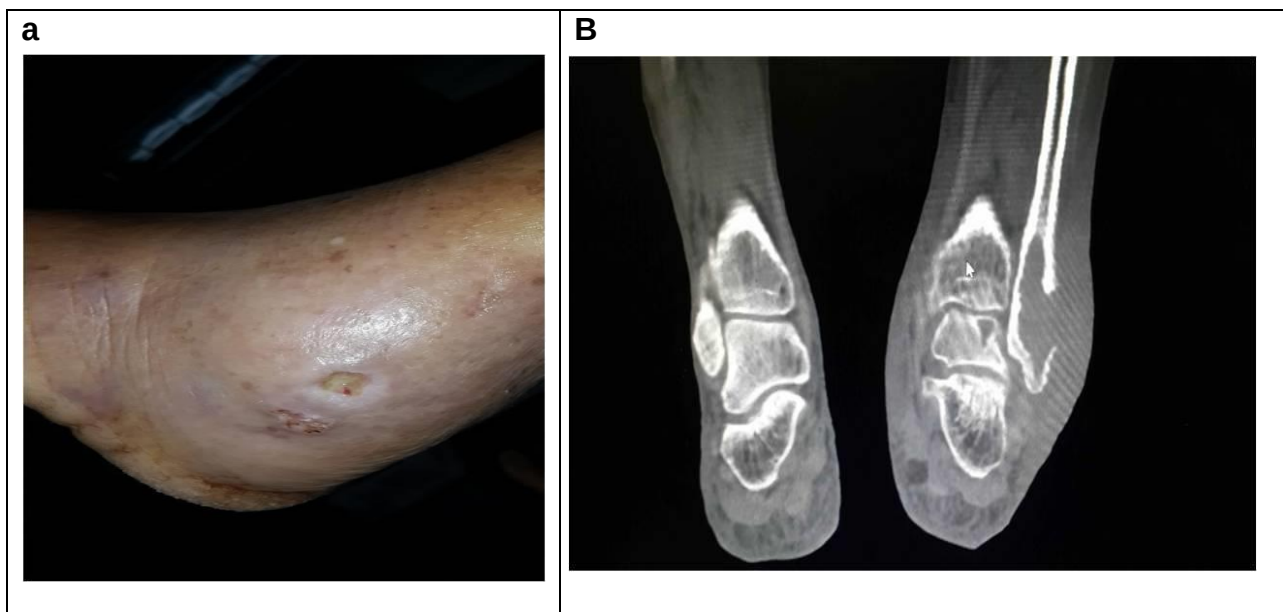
Paciente con a) úlcera crónica en tobillo b) TAC donde se observa afectación ósea con lesión osteolítica en sacabocado en peroné. Fotos gentileza Dr. Juan Manuel Lambaré.
